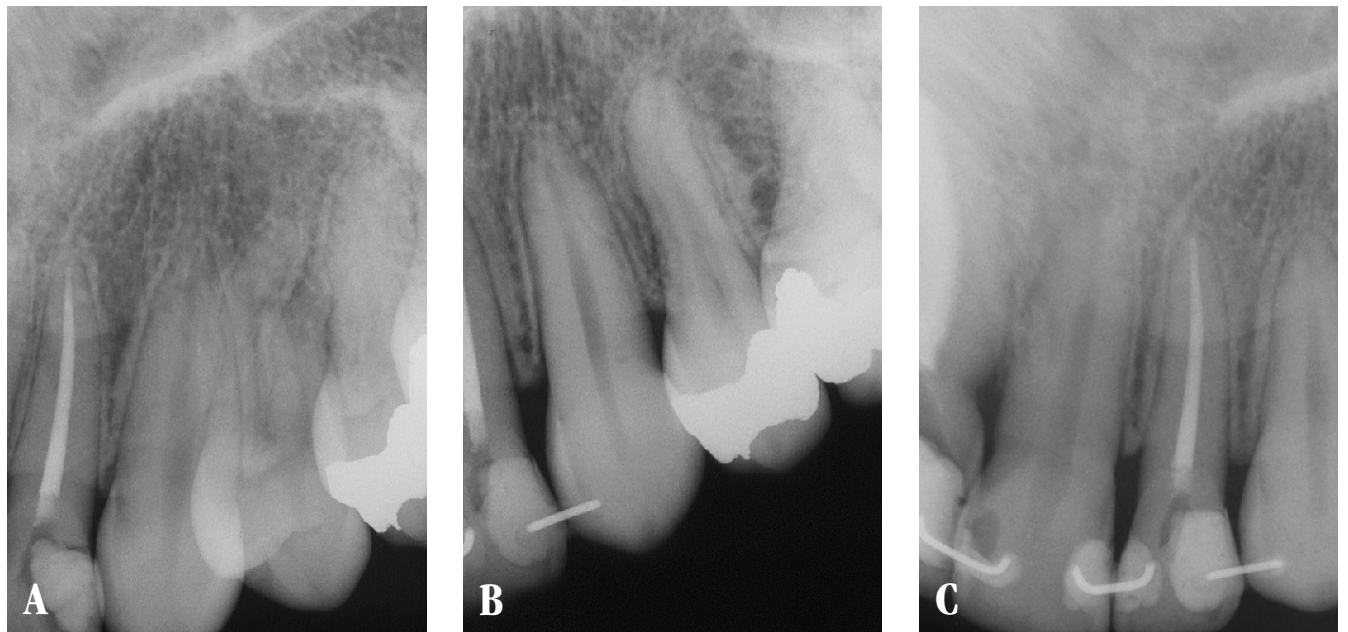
Radiografias periapicais do lado superior esquerdo. (A) Antes; (B) logo após ; e (C) um ano de contenção pós tratamento.
